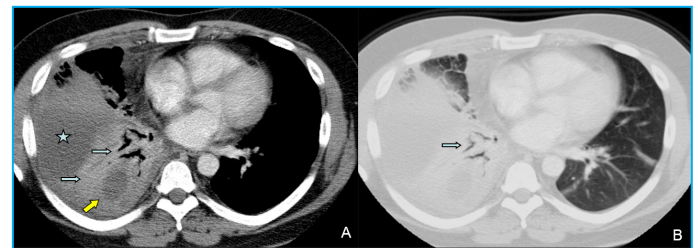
TC torácica con contraste intravenoso. Cortes axiales con ventana de mediastino (A) y pulmón (B), que muestran derrame pleural (estrella) y consolidación parenquimatosa con zonas de broncograma aéreo (flechas azules) en el lóbulo inferior derecho; en el interior de la consolidación se observa una zona de menor atenuación, que sugiere la presencia de necrosis o abscesificación (flecha amarilla)
